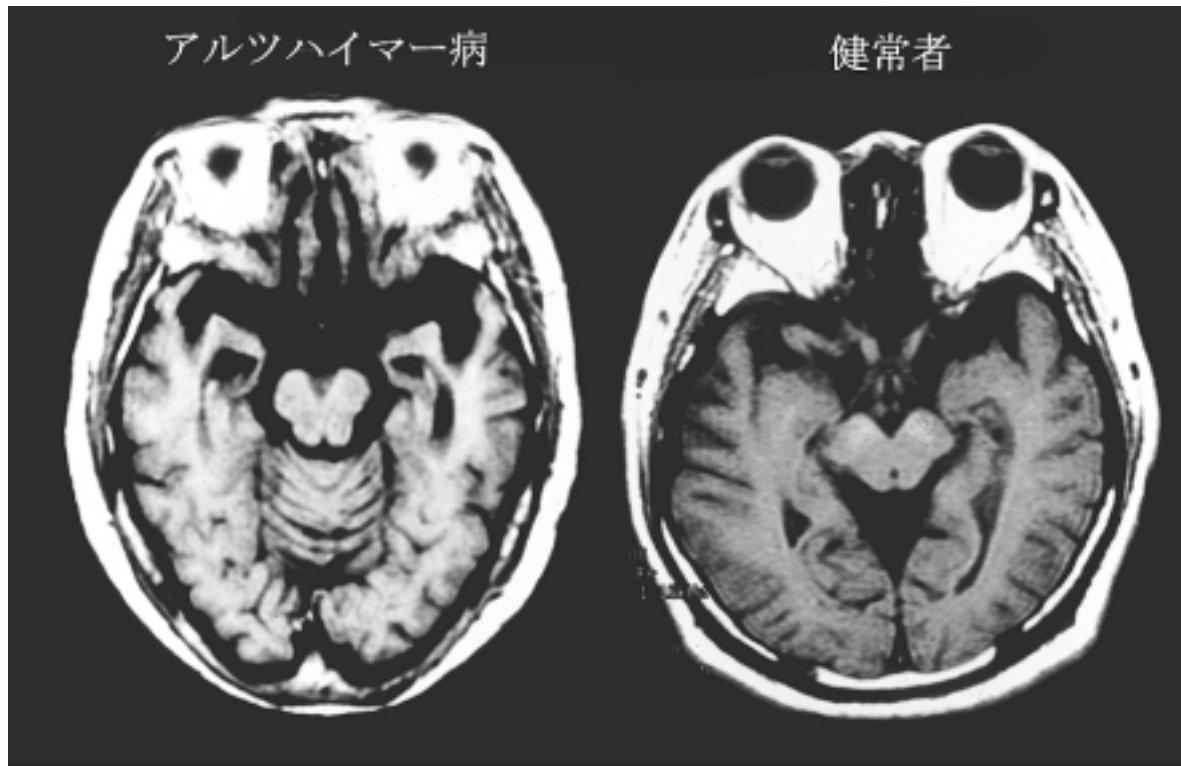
大脳内側底面からみたアルツハイマー病のMRI画像
